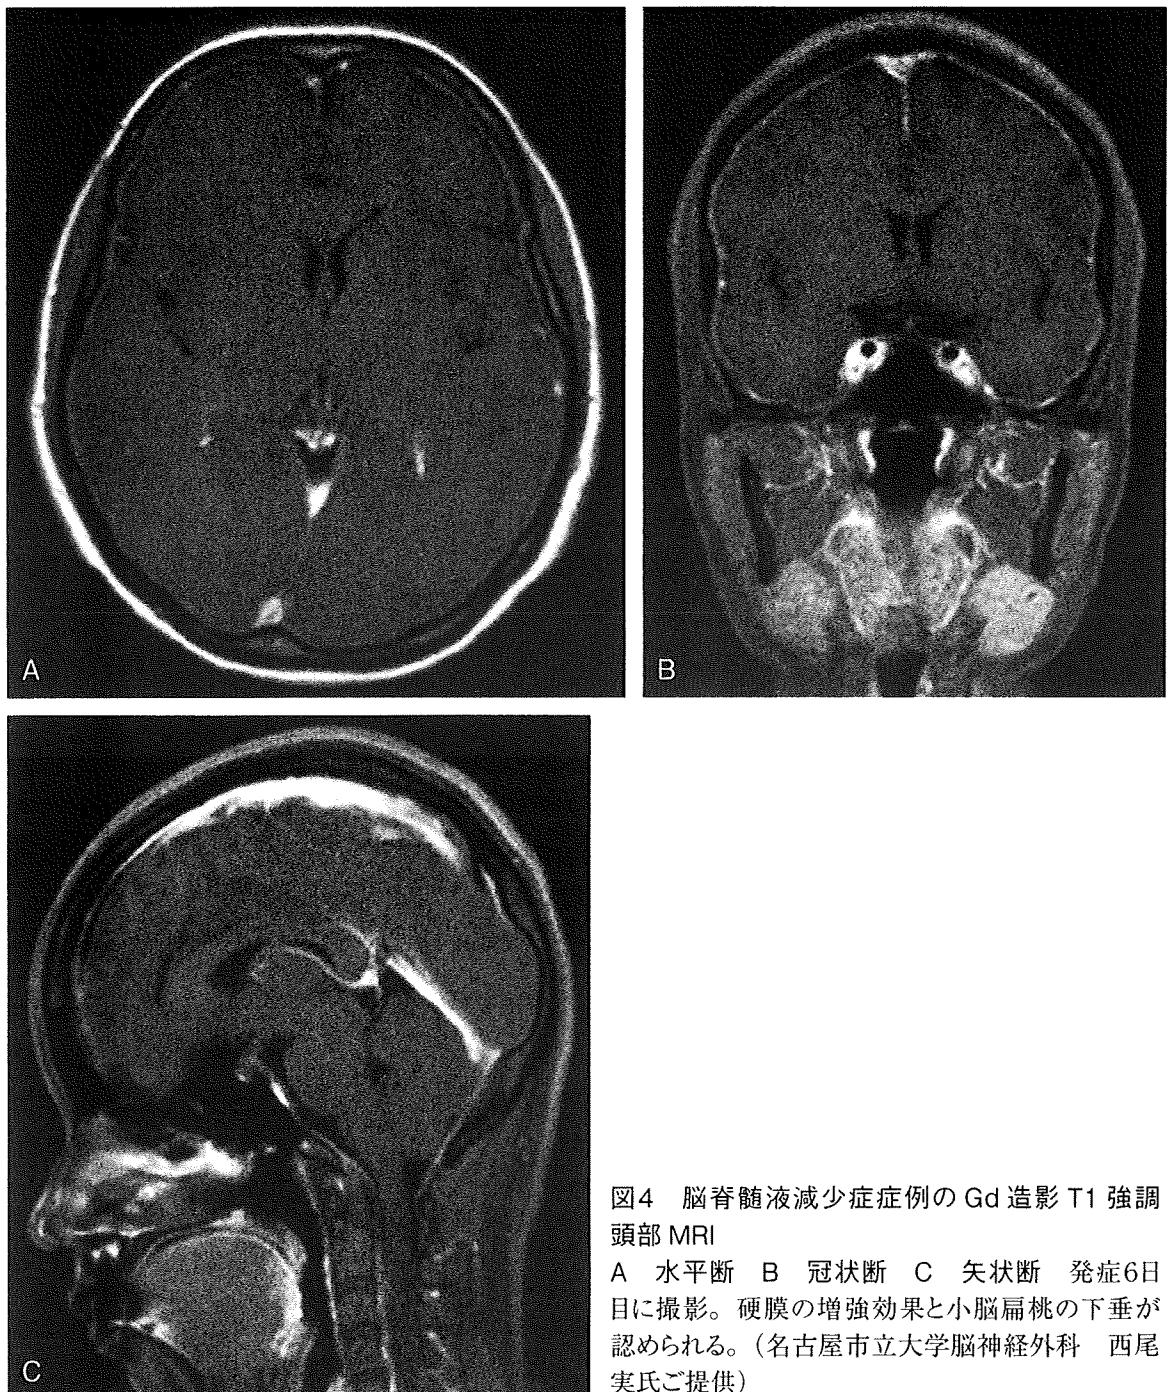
脳脊髄液減少症症例のGd造影T1強調頭部MRI
